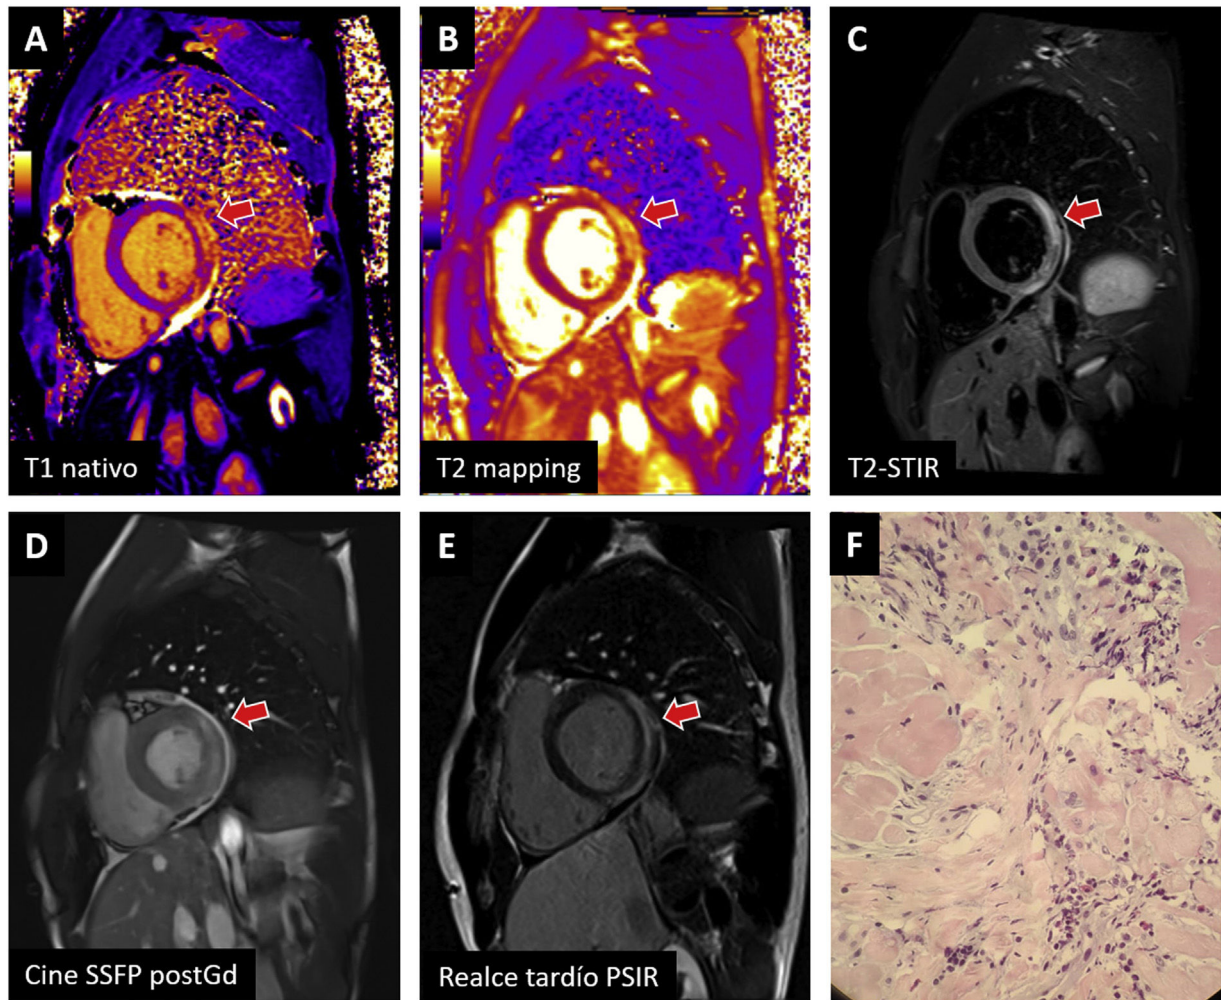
Ejemplos de miocarditis tras vacuna de ARNm contra el coronavirus del síndrome respiratorio agudo grave de tipo 2 (SARS-CoV-2) confirmados con resonancia magnética cardiaca y biopsia endomiocárdica. La afección en la cara lateral basal (flecha) cumple criterios en T1 (A: prolongación en T1 nativo; E: realce tardío) y T2 (B: prolongación en T2; C: hiperintensidad en imágenes potenciadas en T2) y es visible en la secuencia de cine realizada tras la administración de contraste (D). La biopsia (F) muestra inflamación leve linfoplasmohistiocitaria con eosinófilos, edema intersticial y mínima necrosis de miocardiocitos. PSIR: inversión-recuperación sensible a fase; SSFP post-Gd: estado de precesión libre estacionario posterior a la administración de medio de contraste (gadolinio); STIR: triple pulso de inversión-recuperación.
